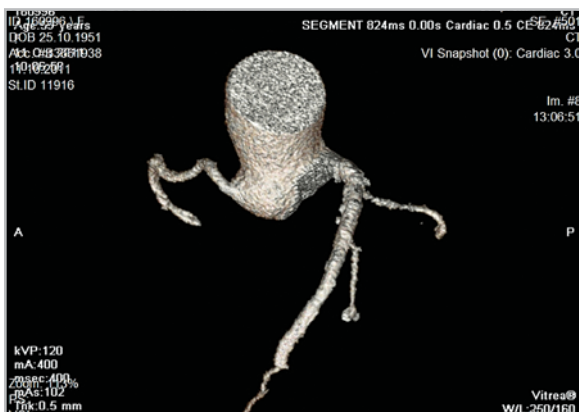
64-МСКТ-ангиограмма, аксиальный срез на уровне коронарных артерий. Признаков рестеноза ПМС не выявлено
